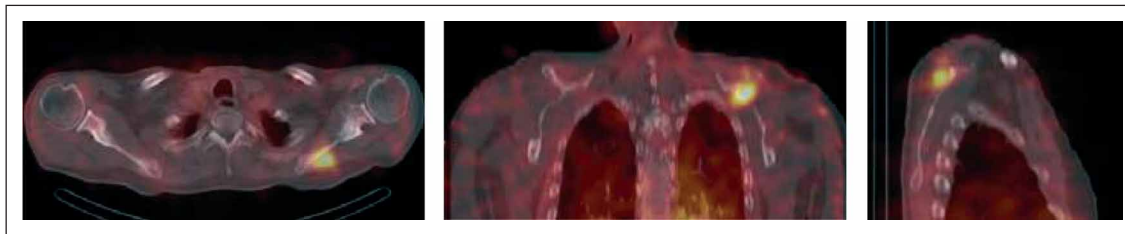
Visualisierung einer ossären Metastase eines MTC mittels ^{111}In -DTPA-Octreotid Somatostatin-rezeptorszintigraphie (SPECT/CT).
